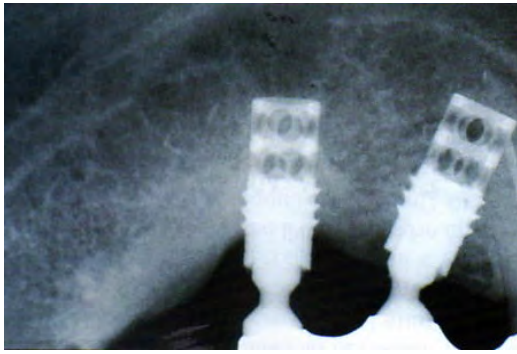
Radiografi e dy implanteve Core Vent
